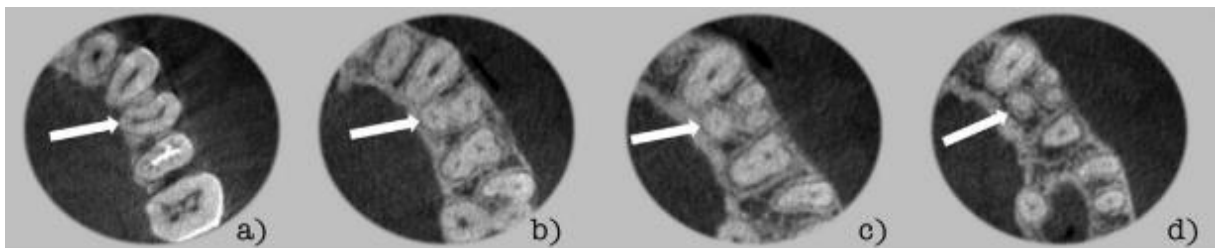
CBCT no plano axial revelou o tipo VIII de um primeiro pré-molar superior (a seta indica o dente examinado): (a e b) coronal; (c) meio; e (d) terços apicais. (adaptado de Abella e al., 2012)
